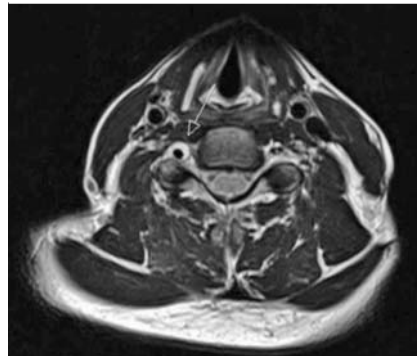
Im nativ HWS-MRT axial V. a. Dissektion der A. vertebralis rechts.
